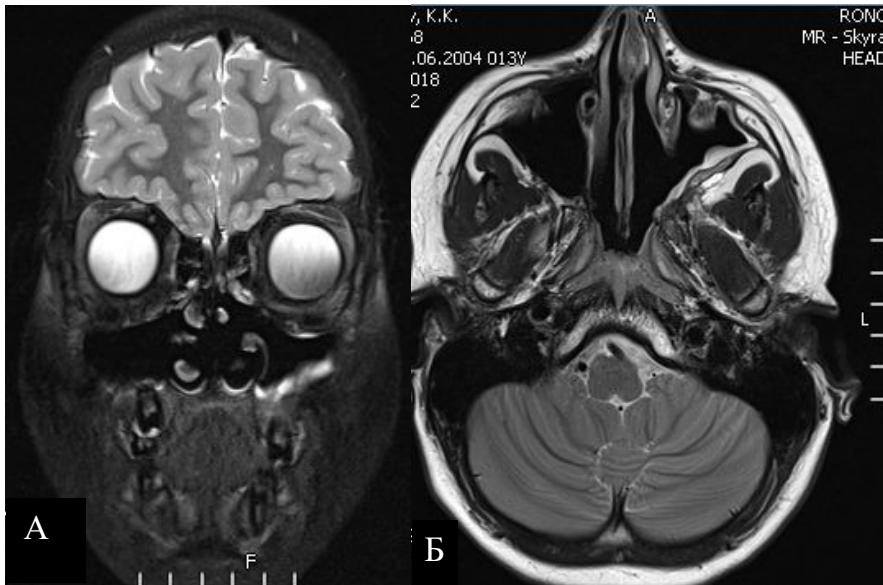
Пациент М., 12 лет. МРТ во фронтальной и сагиттальной проекциях через 1 месяц после окончания специального лечения
